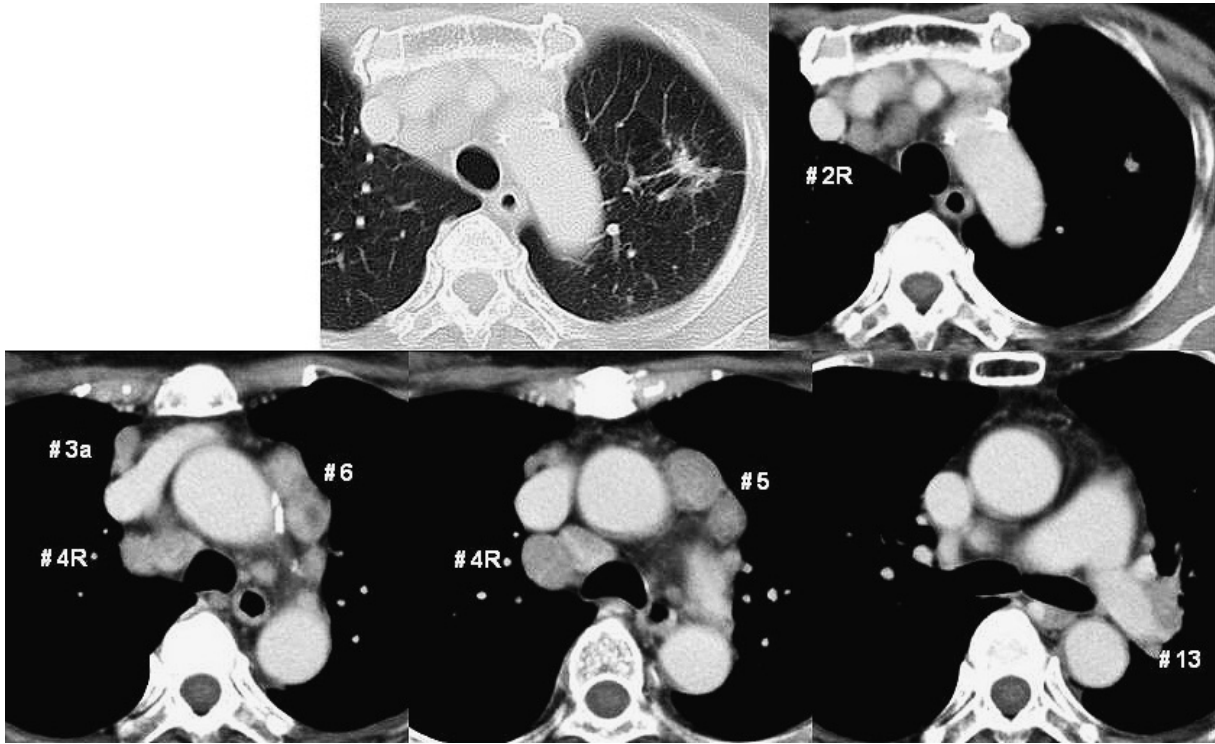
Chest computed tomography performed at the time of the initial examination showed a primary tumor in S1+2 of the left upper lobe and swelling of multiple lymph nodes (No. 2R, 3a, 4R, 5, 6 and left 13).
